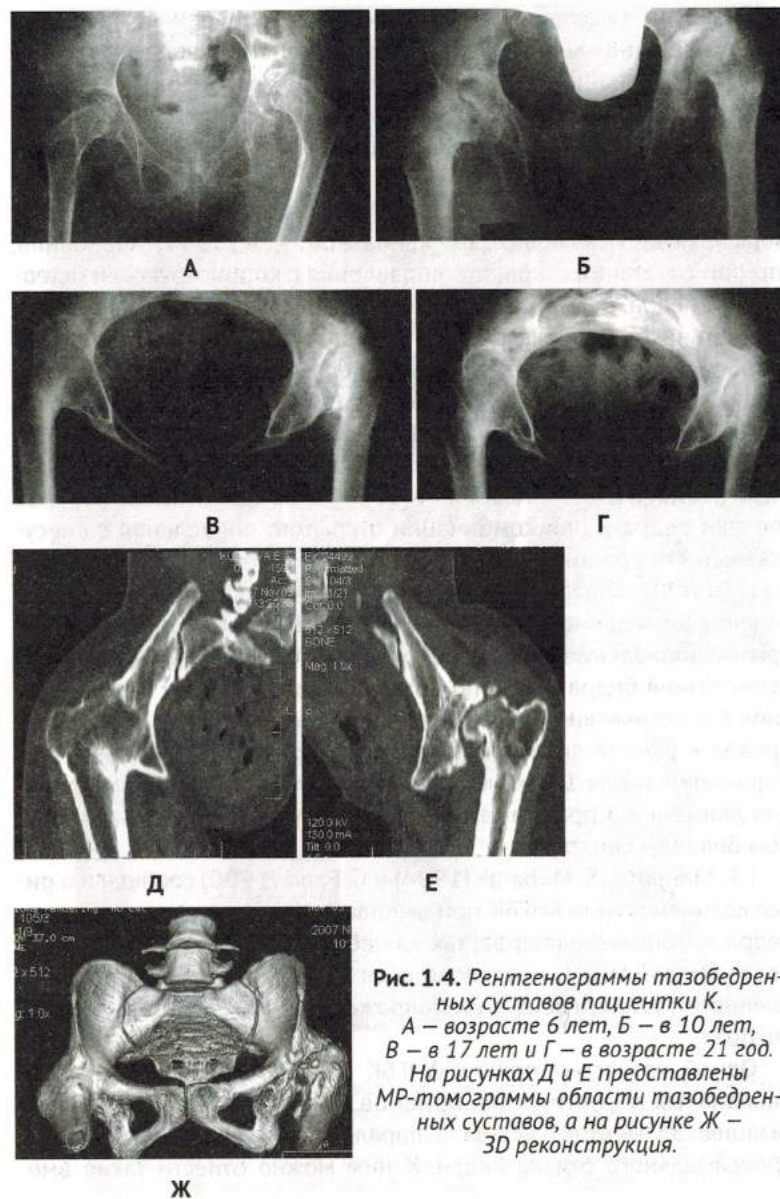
Рентгенограммы тазобедренных суставов пациентки К. А – возрасте 6 лет, Б – в 10 лет, В – в 17 лет и Г – в возрасте 21 год. На рисунках Д и Е представлены МР-томограммы области тазобедренных суставов, а на рисунке Ж – 3D реконструкция.
